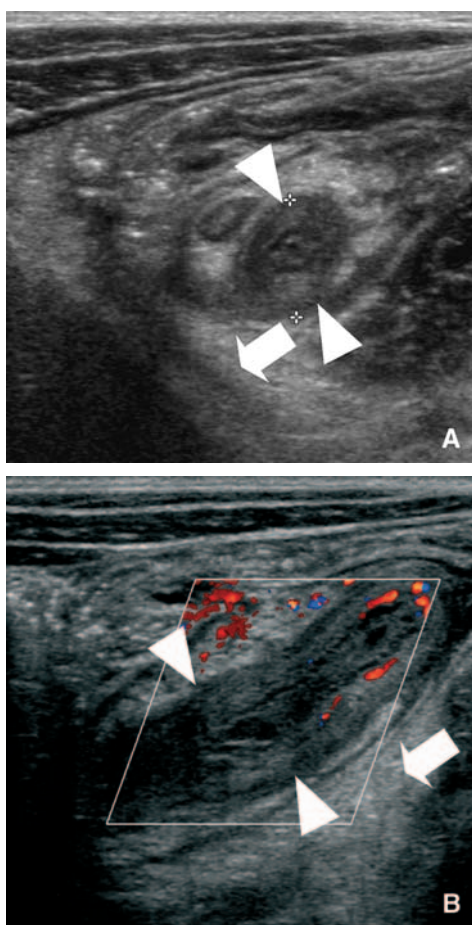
Appendicite aiguë sévère en échographie (têtes de flèches). Dédifférenciation des différentes couches pariétales, épaississement pariétal (4 mm) hypervascularisé en doppler (B), infiltration de la graisse périappendiculaire (flèche).
